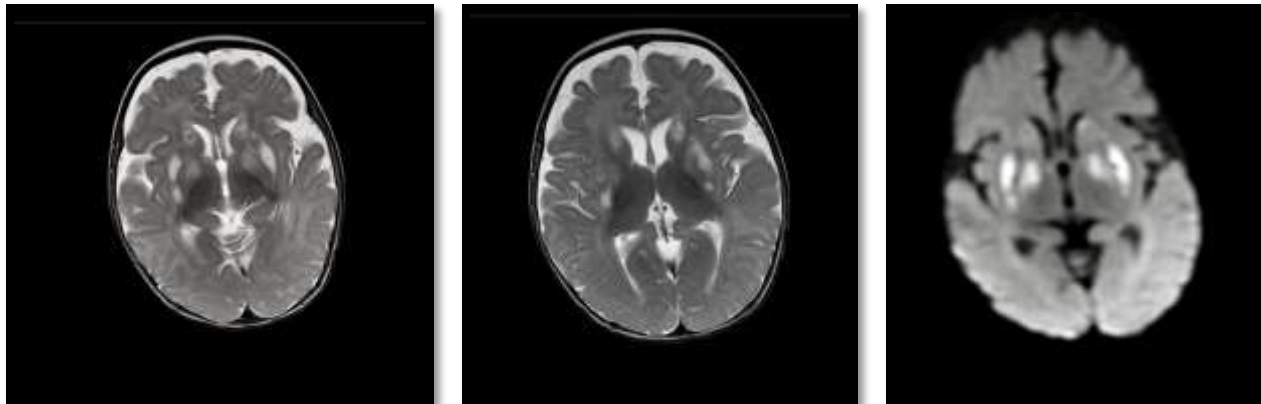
Hiperintensidad en núcleos caudados y putamen bilateral en secuencia T2 de corte axial de RMC. b. Hiperintensidad en núcleos caudados, putamen y globo pálido bilateral en secuencia T2 de corte axial de RMC. c. Restricción de la difusión en región ganglio basal bilateral en secuencia DWI.
